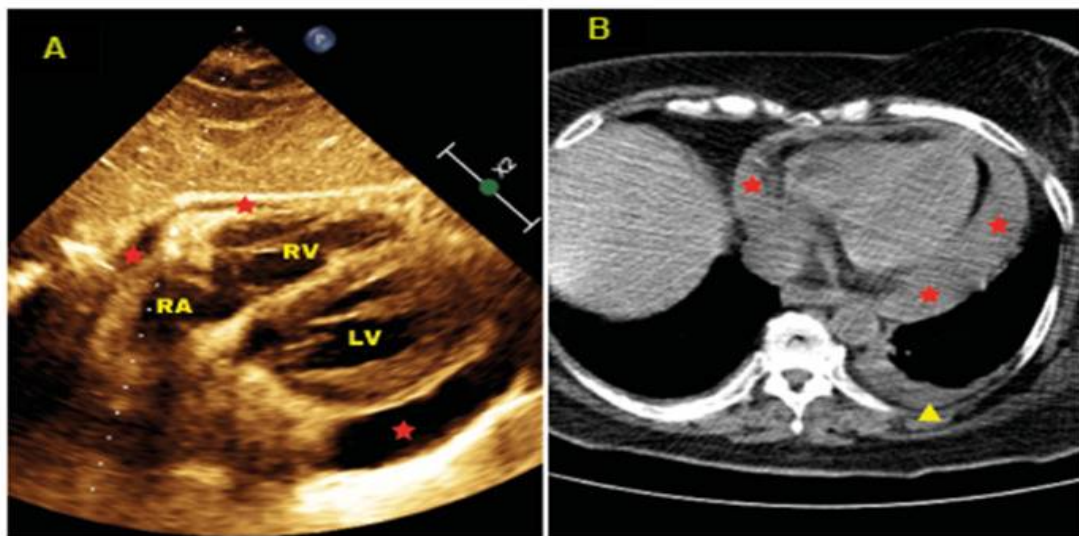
épanchement péricardique sur TDM[146]
